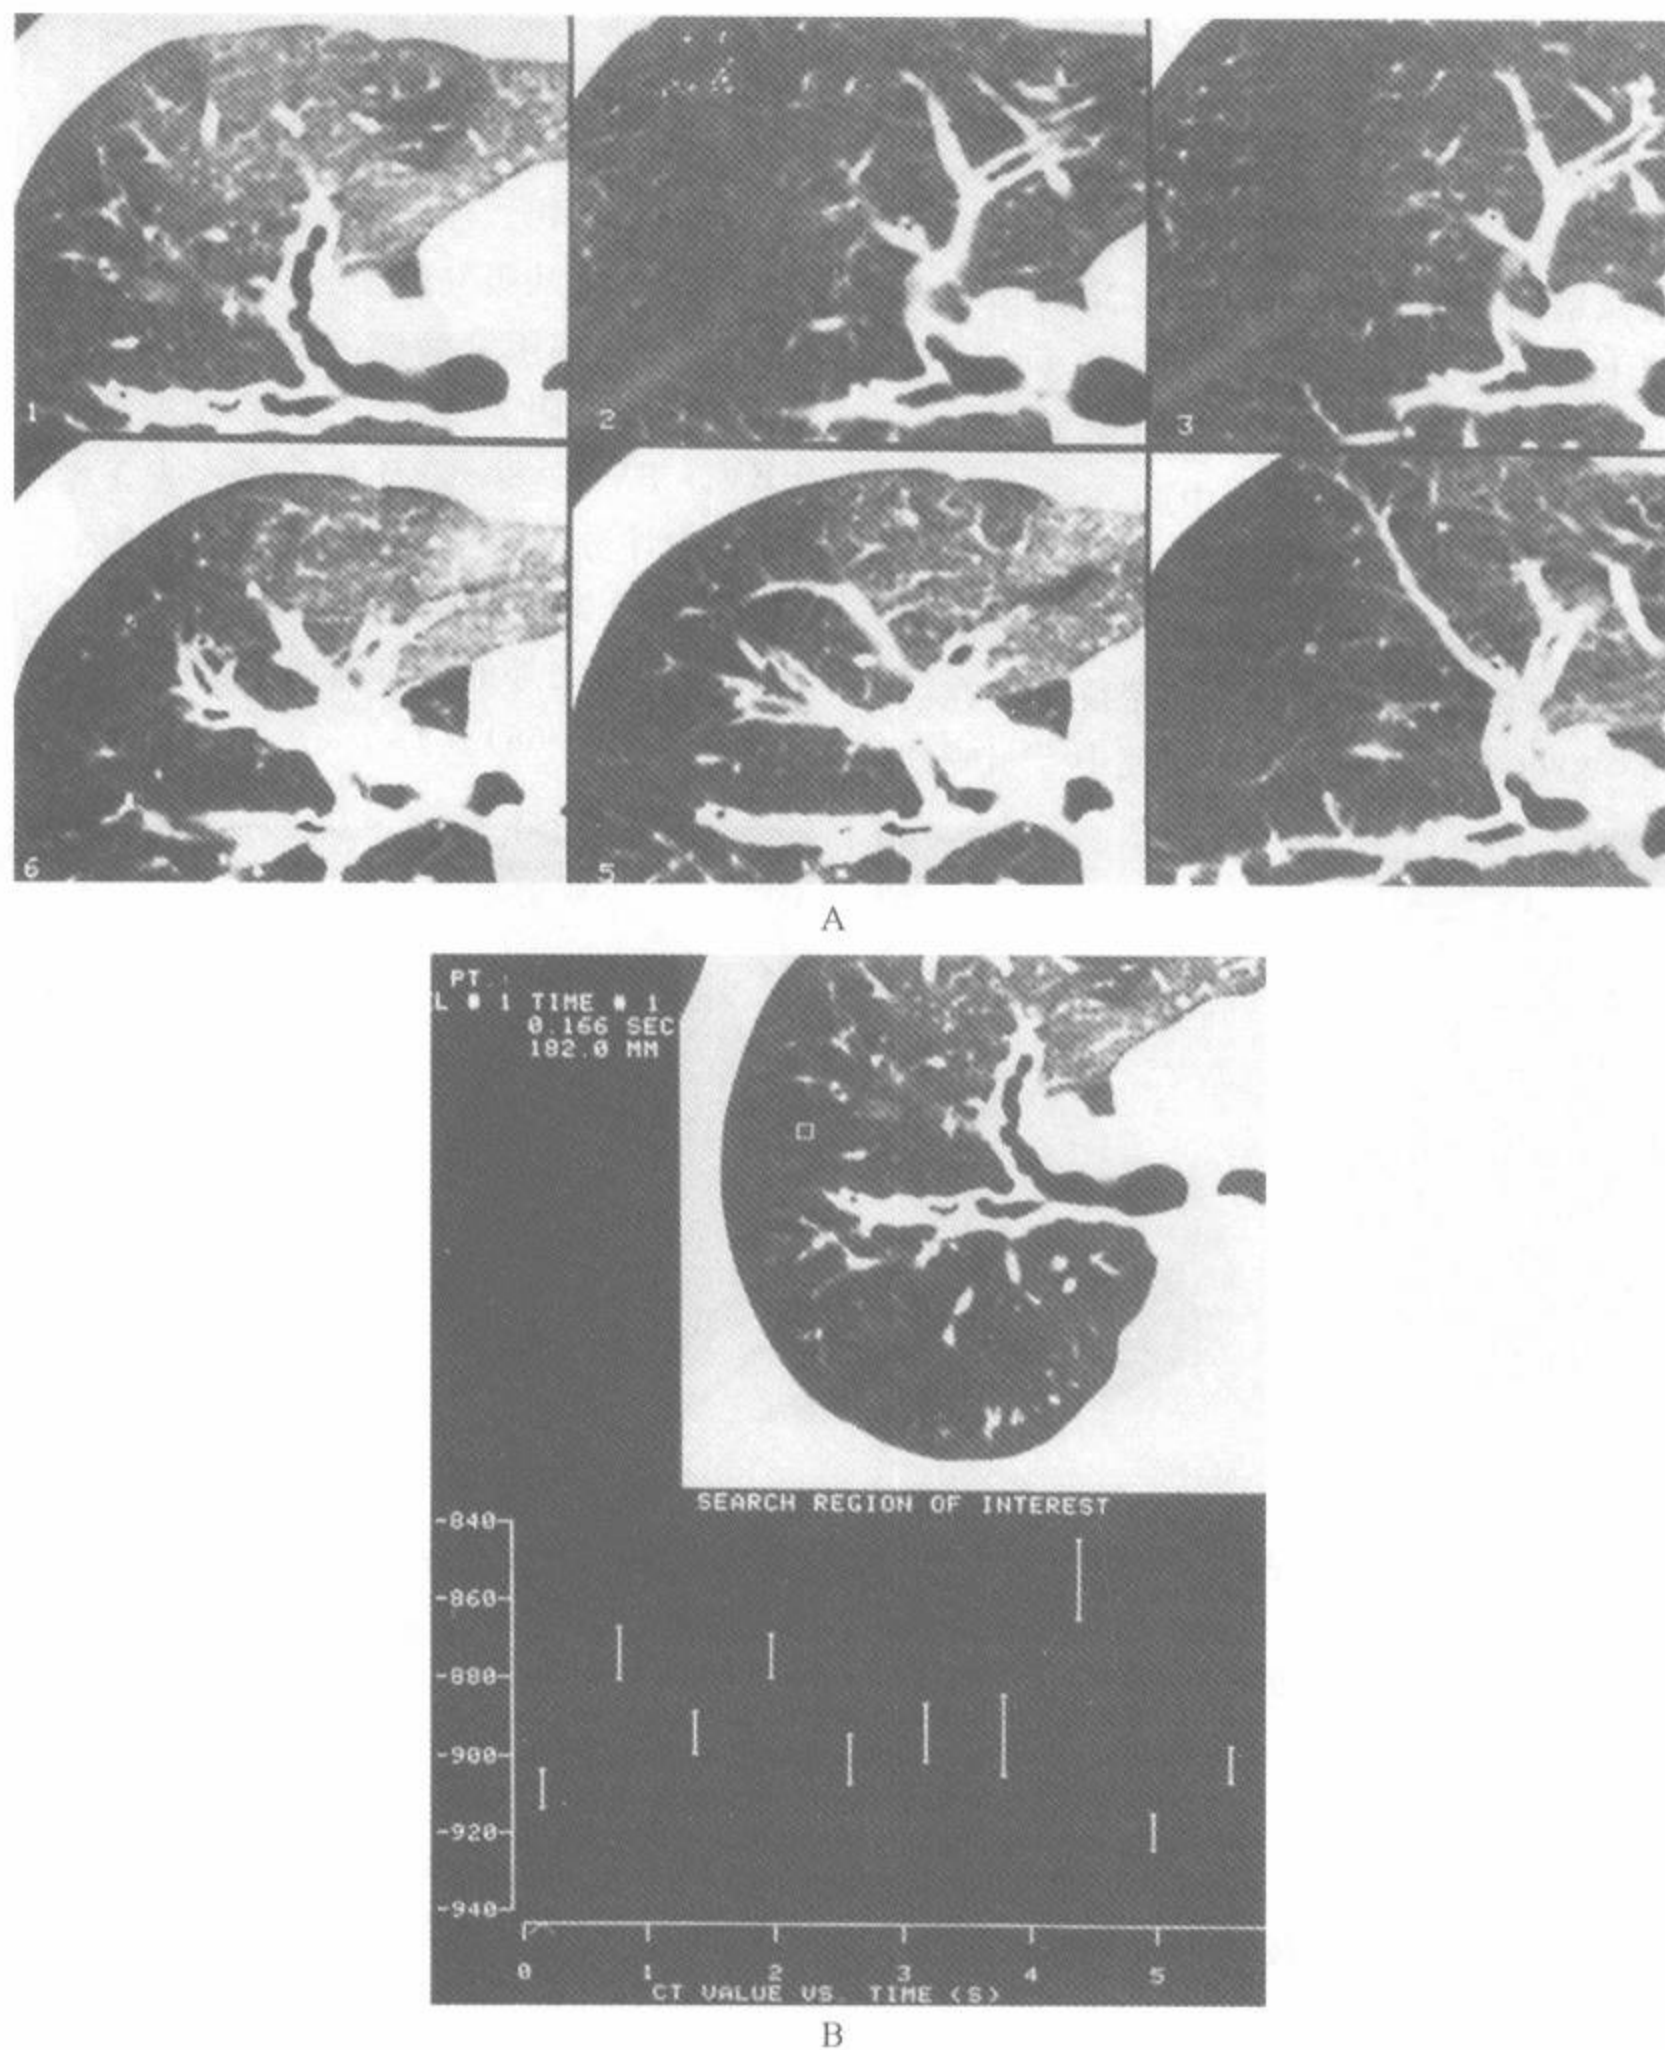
囊性纤维化病例用电子束 CT 取得的动态呼气 HRCT 扫描
